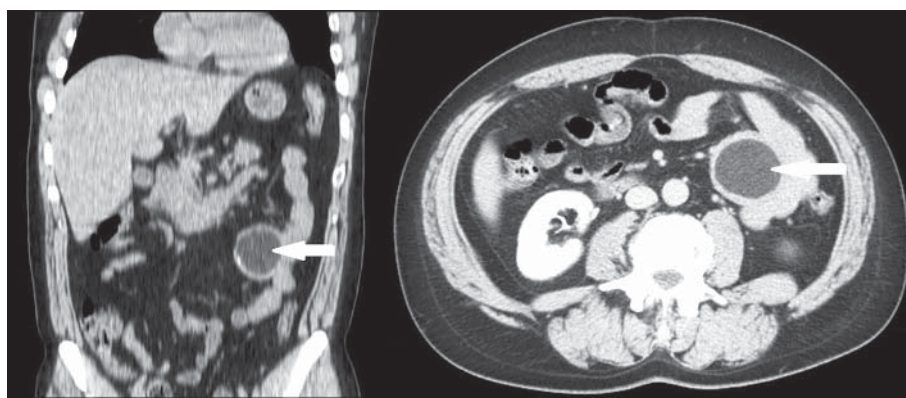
МСКТ-снимки кисты брыжейки тонкой кишки
